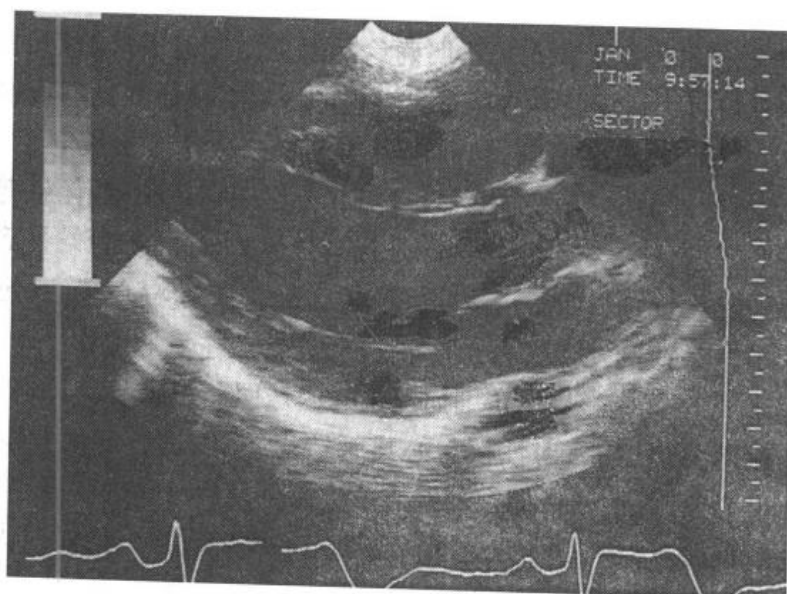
正常儿童(12岁)二维(扇形)超声心动图
